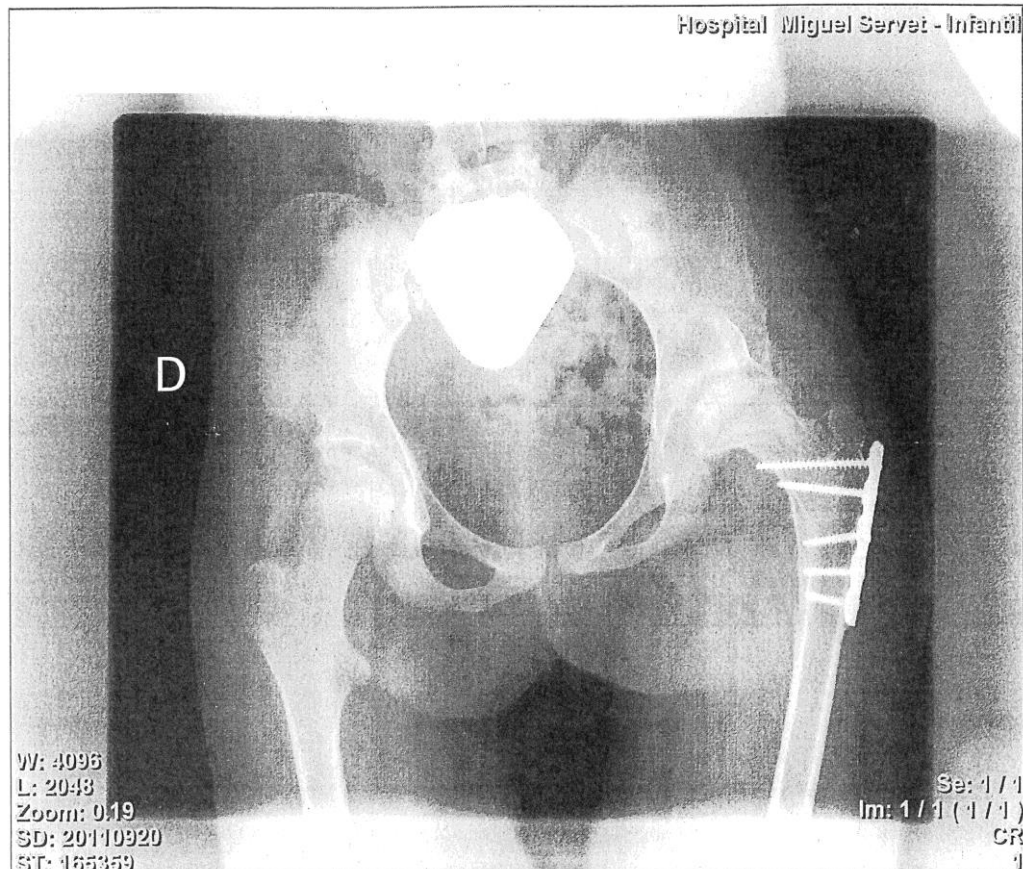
Radiografía donde se muestra la osteotomía varizante en el fémur izquierdo. A través de esta radiografía hemos podido medir los valores de la coxa vara-valga, el índice acetabular, y el porcentaje de migración.
